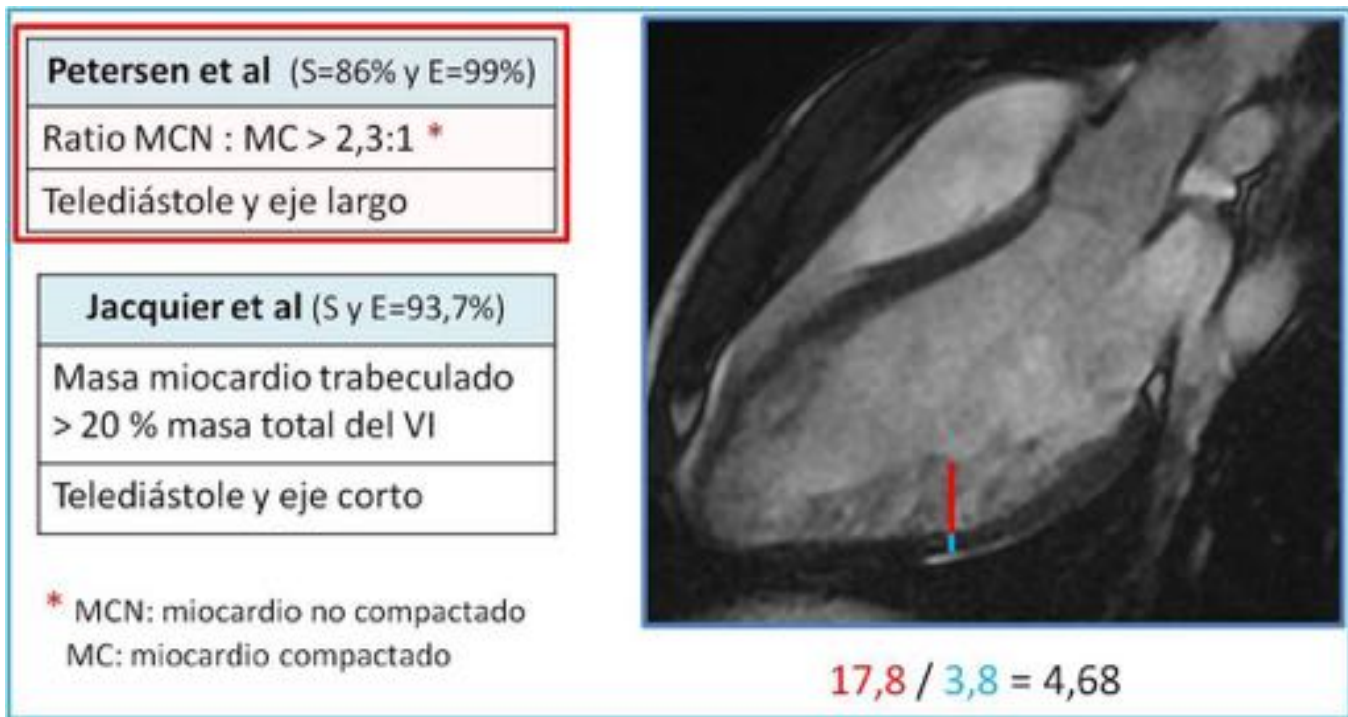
Criterios por RM para el diagnóstico de MCNC. Paciente con MCNC por criterios de Petersen, lo utilizamos en nuestro centro, con una ratio MNC/MC de 4.68.
